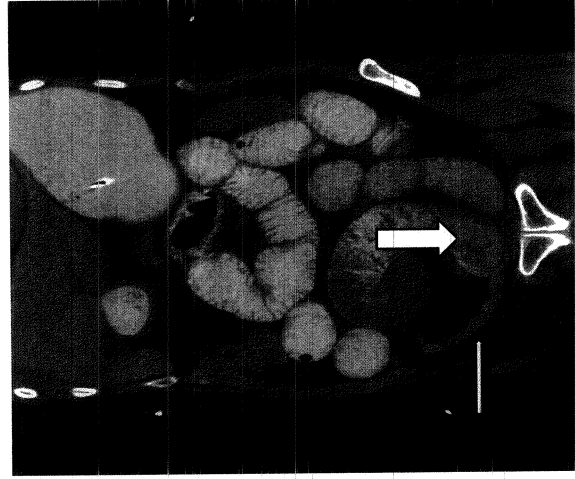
CT scan demonstrating mechanical SBO. The thick, vertical arrow points to dilated bowel proximal to the point of obstruction. The thin horizontal arrow points to the decompressed distal small bowel, with a clear transition point between these two segments evident on the scan.
